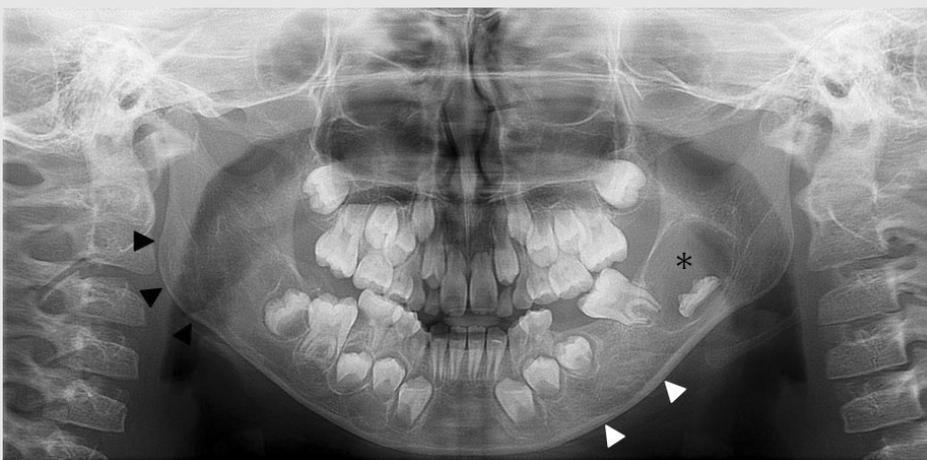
The panoramic radiograph, 6months after operation. The radiolucency of mandible left body is reduced and it seems similar density with surrounding bone(white arrows). The dental follicle of a developmental mandibular left second molar is enlarged(an asterisk). The radiolucency in right ramus is reduced and it is replaced with similar pattern of normal bone(black arrows).
